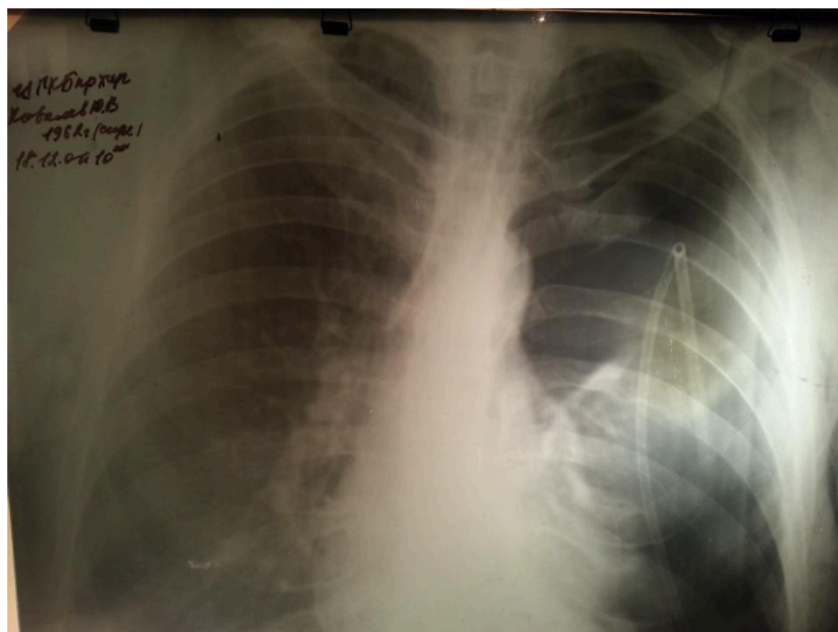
Рентгенограмма №1
